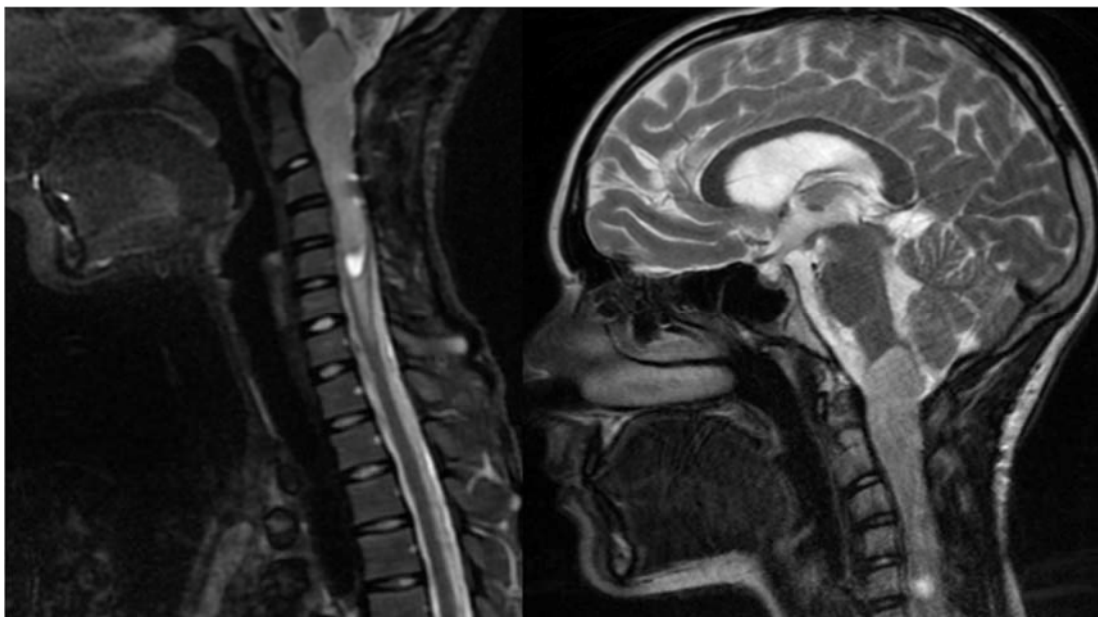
МРТ цервикомедуллярного перехода через 3 месяца после операции, отмечается прогрессия остаточной опухоли
